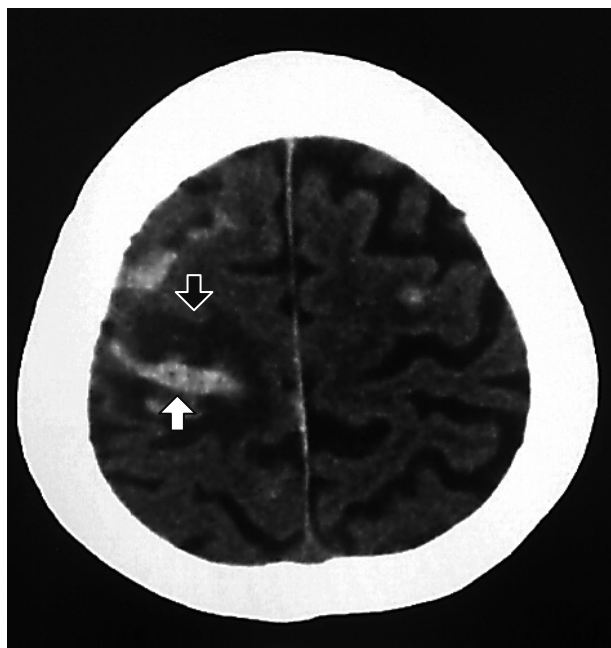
入院時の頭部コンピュータ断層撮影（Computed Tomography：以下，CT）
